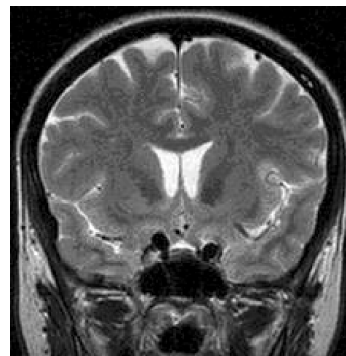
Cortes coronales de RM potenciada en T2.
